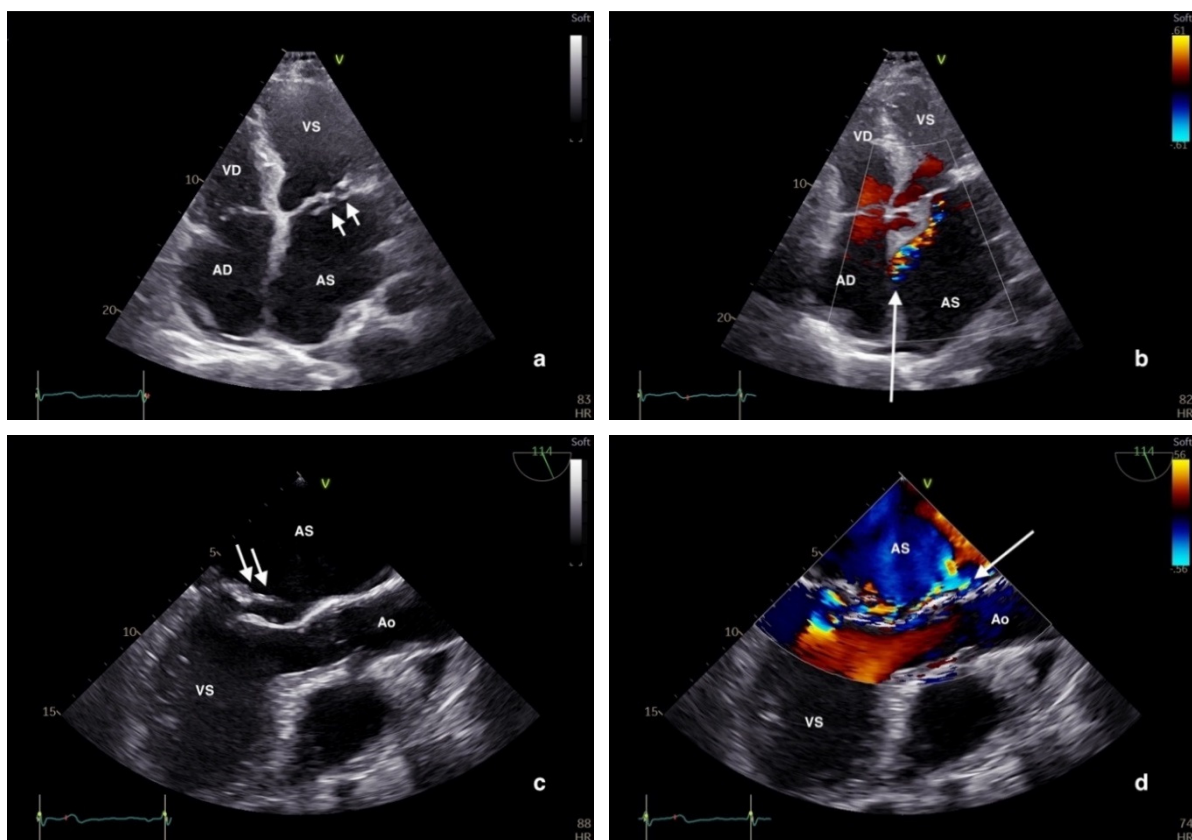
ETT (a și b) și ETE (c și d), la un pacient cu prolaps al valvei mitrale posterioare și ruptură de cordaj (săgeți albe pe imaginea a și c). Doppler-ul color suprapus pe imaginea bidimensională arată jetul excentric de regurgitare mitrală (săgeata albă pe imaginea b și d). AS – atriu stâng, VS - ventricul stâng, AD – atriu drept, VD – ventricul drept, Ao – aortă.
